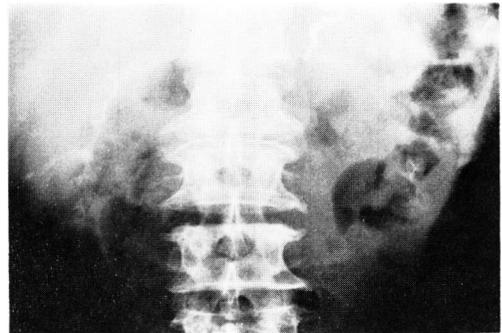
Plain film of the abdomen (case 2).
